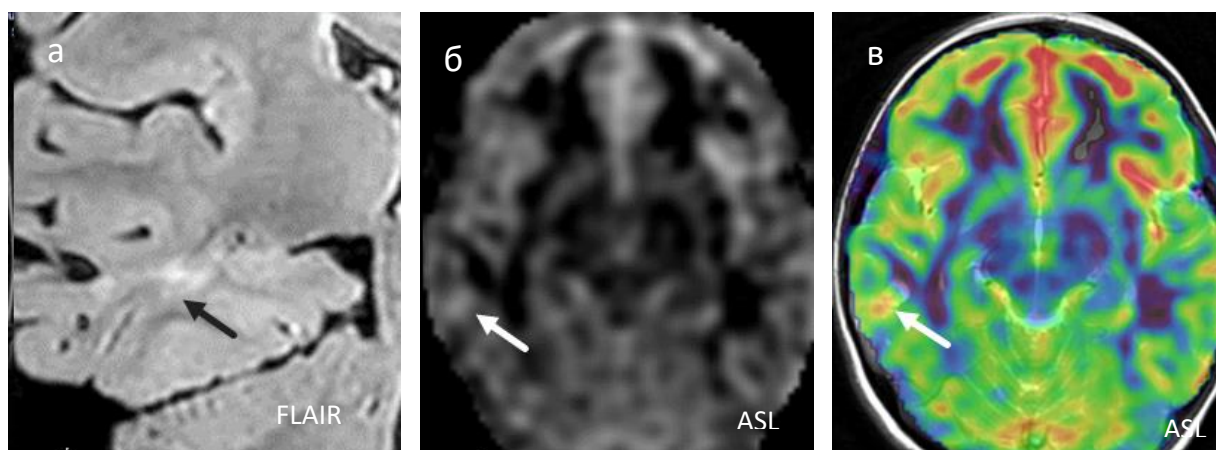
ASL демонстрирует гиперперфузию в структуре эпилептогенного субстрата правой височной доли (б, в) без типичных признаков объемного образования по данным рутинного МР протокола (а).
